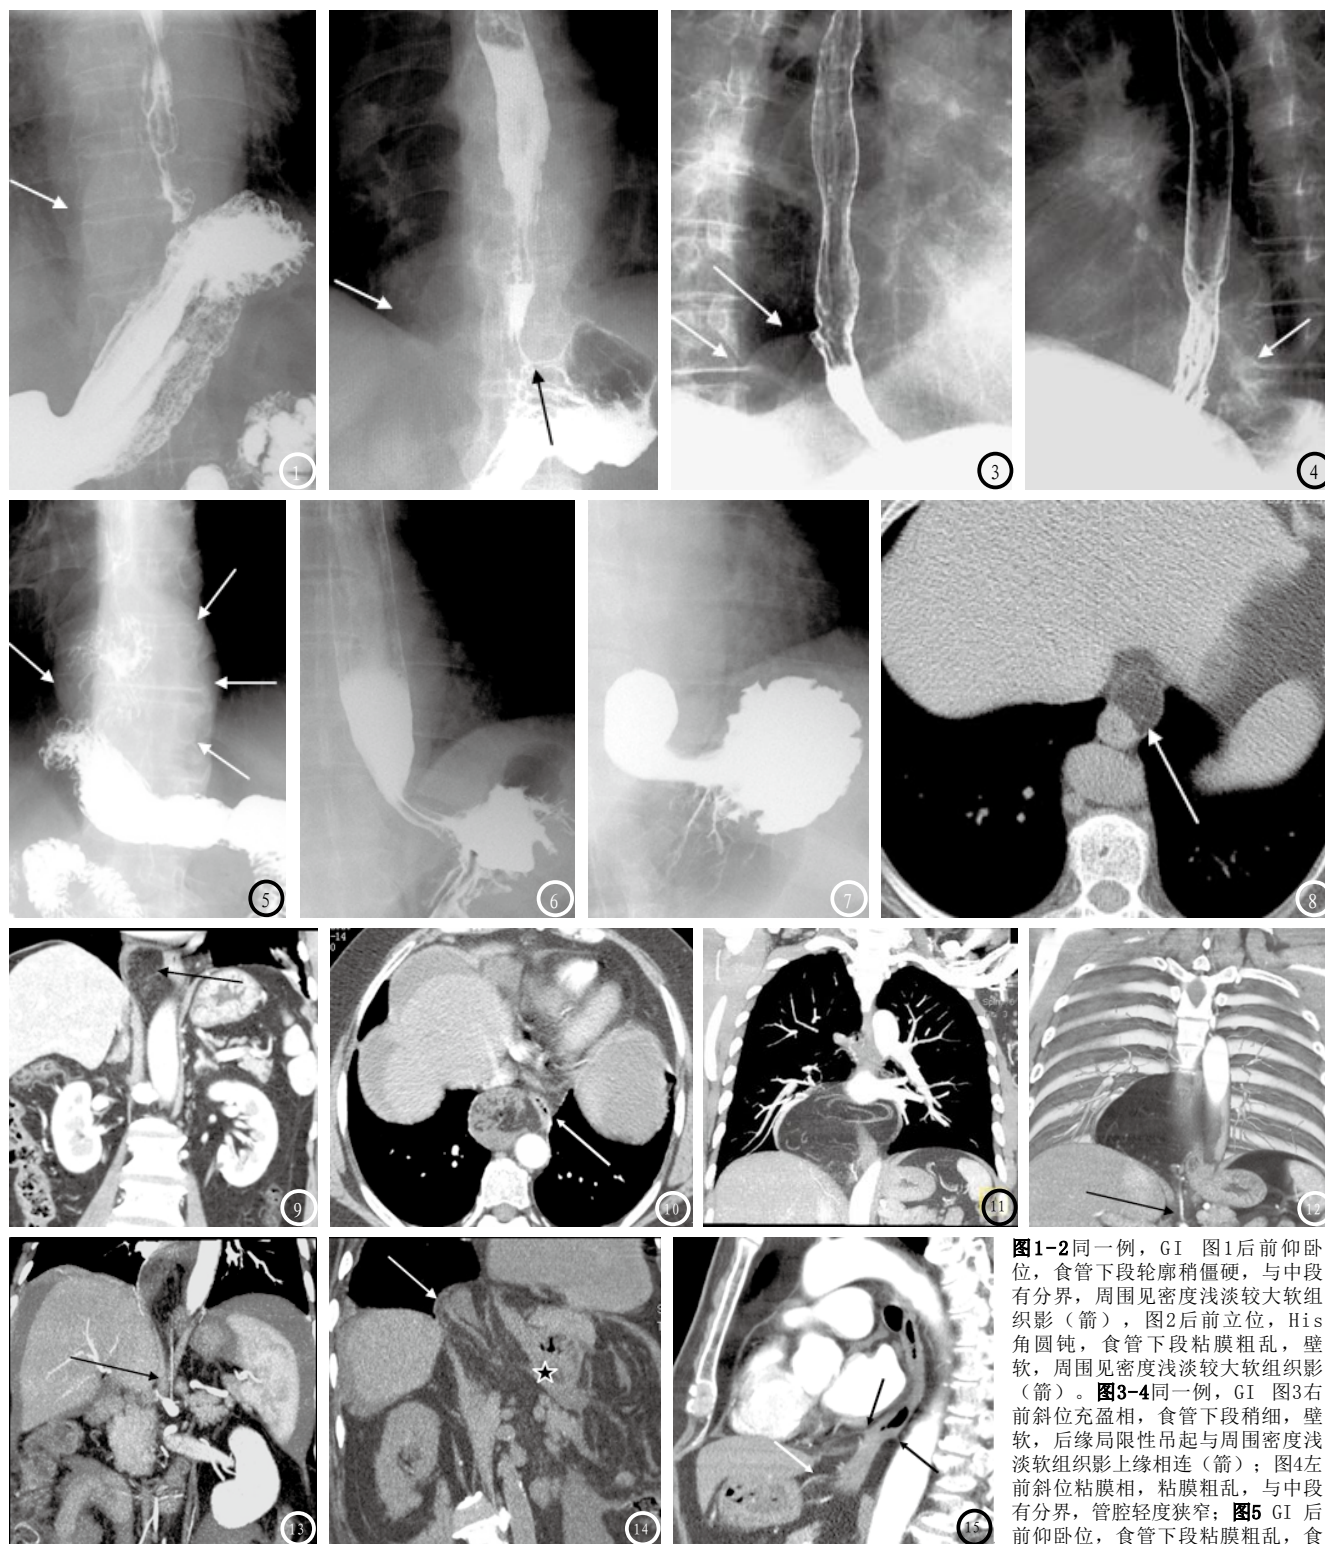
2同一例, GI 图1后前仰卧位,食管下段轮廓稍僵硬,与中段有分界,周围见密度浅淡较大软组织影(箭),图2后前立位,His角圆钝,食管下段粘膜粗乱,壁软,周围见密度浅淡较大软组织影(箭)。图3-4同一例, GI 图3右前斜位充盈相,食管下段稍细,壁软,后缘局限性吊起与周围密度浅淡软组织影上缘相连(箭);图4左前斜位粘膜相,粘膜粗乱,与中段有分界,管腔轻度狭窄;图5 GI 后前仰卧位,食管下段粘膜粗乱,食管裂孔膈上巨大密度浅淡软组织影(箭)胃泡突入其中;图6-7 同一例,图6 半立位,食管下段粘膜显示良好,His角浅显,呈开口状,胃泡内侧凹内见软组织影;图7 仰卧位,His角深凹圆钝,食管下段、胃食管前庭部扩张良好,胃泡形态完整无压迫改变。图8 CT横断位显示食管下段右前缘呈类圆形脂肪密度影(箭),食管受压。图9 CT增强冠状位 食管下段右前缘脂肪影呈分叶状,系血管附着限制所致(箭),食管下段右侧类圆形脂肪密度影,内见“污垢”样增高密度影,下部见积液,食管轻度受压左移(箭)。图10 CT增强横断位,食管下段右缘巨大脂肪囊,内见典型网膜脂肪血管襻,下部呈现尾征通向腹腔;图11-12 同一例, CT增强横断位,胃泡位置正常,食管下段右缘较大脂肪囊,上部内见新月形积液影,下部通向腹腔,胃左动脉僵直指向脂肪囊黑洞下部(箭)。图13与图10,同一例CT冠状位 食管下段右缘较大脂肪囊,上部内见新月形积液影,下部通向腹腔,胃左动脉僵直进入其中(箭)。图14与图10同一例 CT冠状位,胃泡位置正常(☆),食管下段右侧缘脂肪囊(箭)与图1对应,内见水滴状积液影,其尖端随网膜脂肪血管与腹腔联通。图15与图3、4同一例 CT矢状薄层MPR脂肪环压食管下段,管腔轻度向心性变窄,与中段分界明确,为膈食管膜附着处(黑箭),与图3粘膜相对应;前下方为网膜血管(白箭)。
